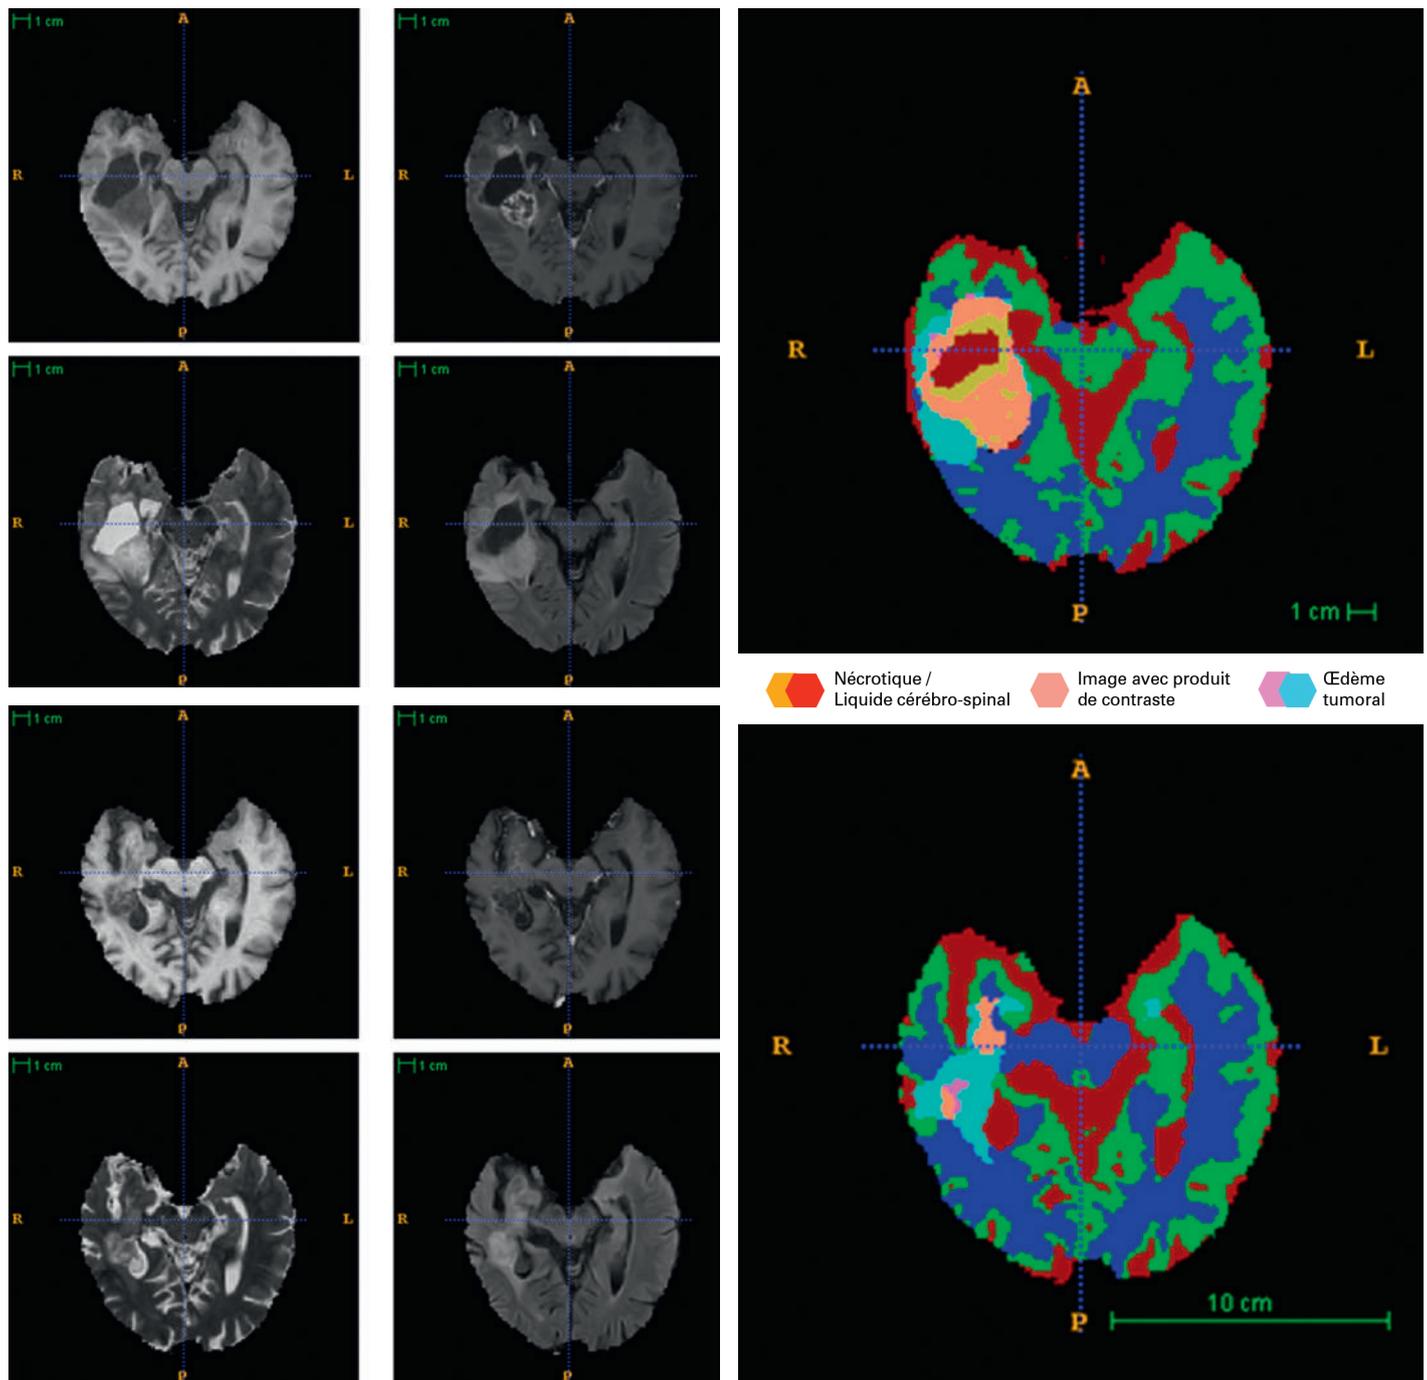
Résultats structurels (T1w, T2w, FLAIR, T1w, KM) et volumétrie compartimentée automatisée au cours de l'évolution d'un glioblastome sous radio-chimiothérapie. La partie tumorale absorbant le produit de contraste est en cours de régression. Dans les deux cas, une mesure exacte du tissu tumoral absorbant le produit de contraste est possible uniquement au moyen d'une volumétrie.
